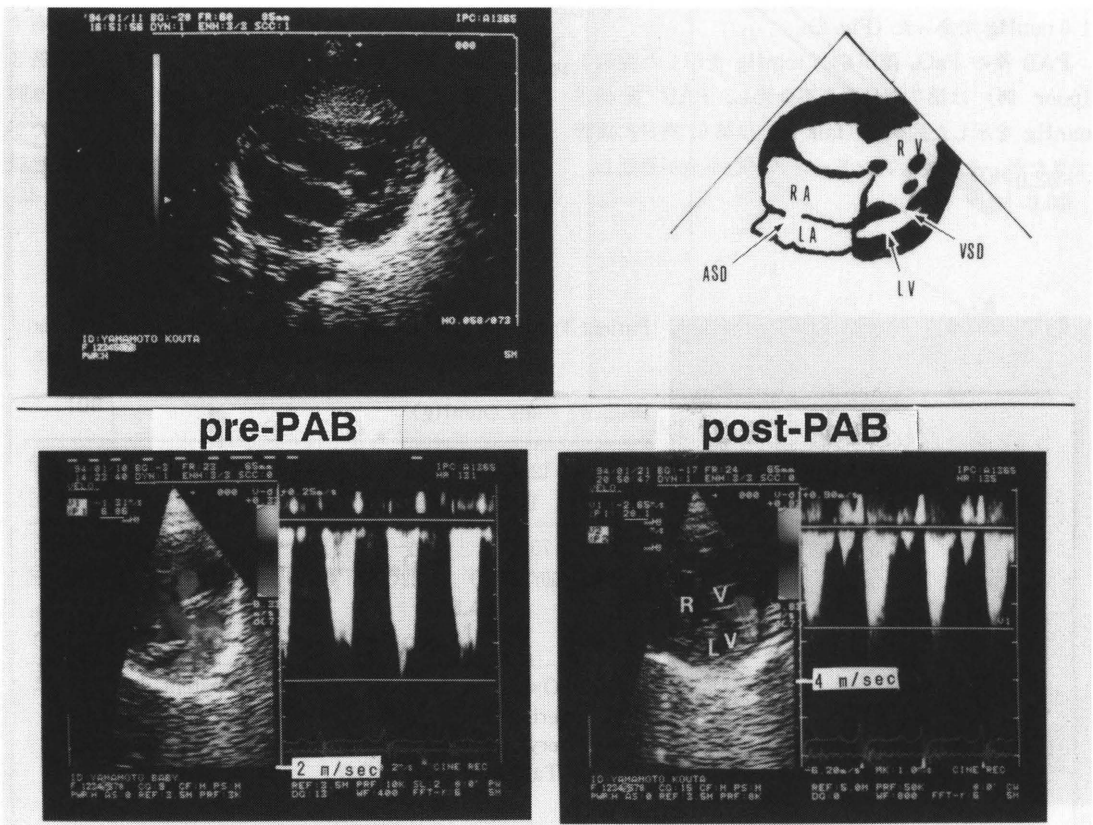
Patient 5 similar to patient 3 underwent PAB 9 days after birth. Pressure gradient through muscular ventricular septal defect by doppler echocardiography increased from preoperative 7 mmHg (peak velocity: 1.31 m/sec) to postoperative 28 mmHg (peak velocity: 2.65 m/sec). Abbreviations: RA = right atrium, LA = left atrium. Others same as in Tables 1, 2 and Figure 3.
